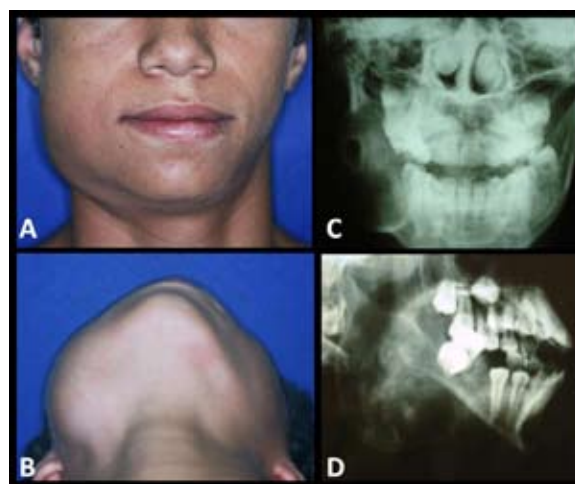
A: Vista clínica frontal; B: Vista inferior; C: Radiografia pósterio-anterior e D: Radiografia lateral oblíqua de mandíbula, evidenciando lesão envolvendo a região de segundo pré-molar inferior direito até a região de ramo ascendente e ângulo mandibular.
